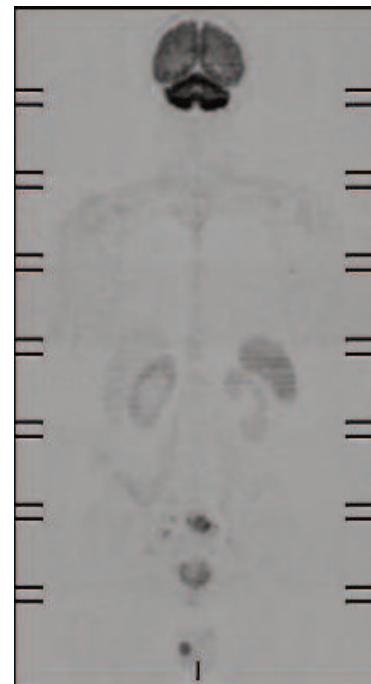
Immagine whole-body DWI coronale. Si apprezza area di restrizione in sede prostatica sospetta per processo eteroproduttivo.
